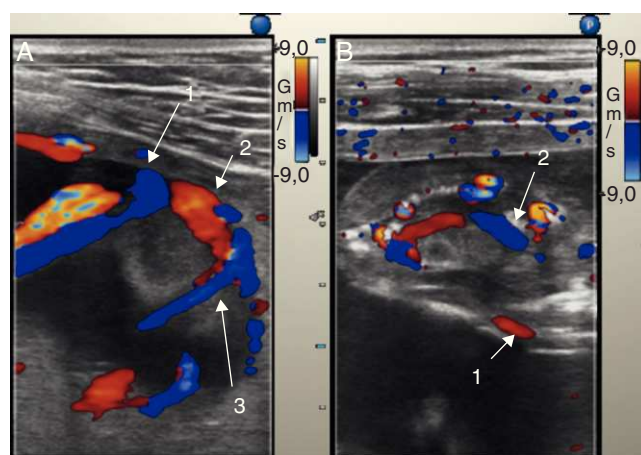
A) El Doppler color muestra el flujo de cordón en el gemelo vivo a nivel de inserción placentaria (1), la anastomosis arterio-arterial entre ambas circulaciones (2) y flujo de retorno hacia el gemelo acardias (3). B) Doppler color en el feto acardias: entra a través de arteria umbilical (1) y dibuja el territorio vascular arterial (2).
